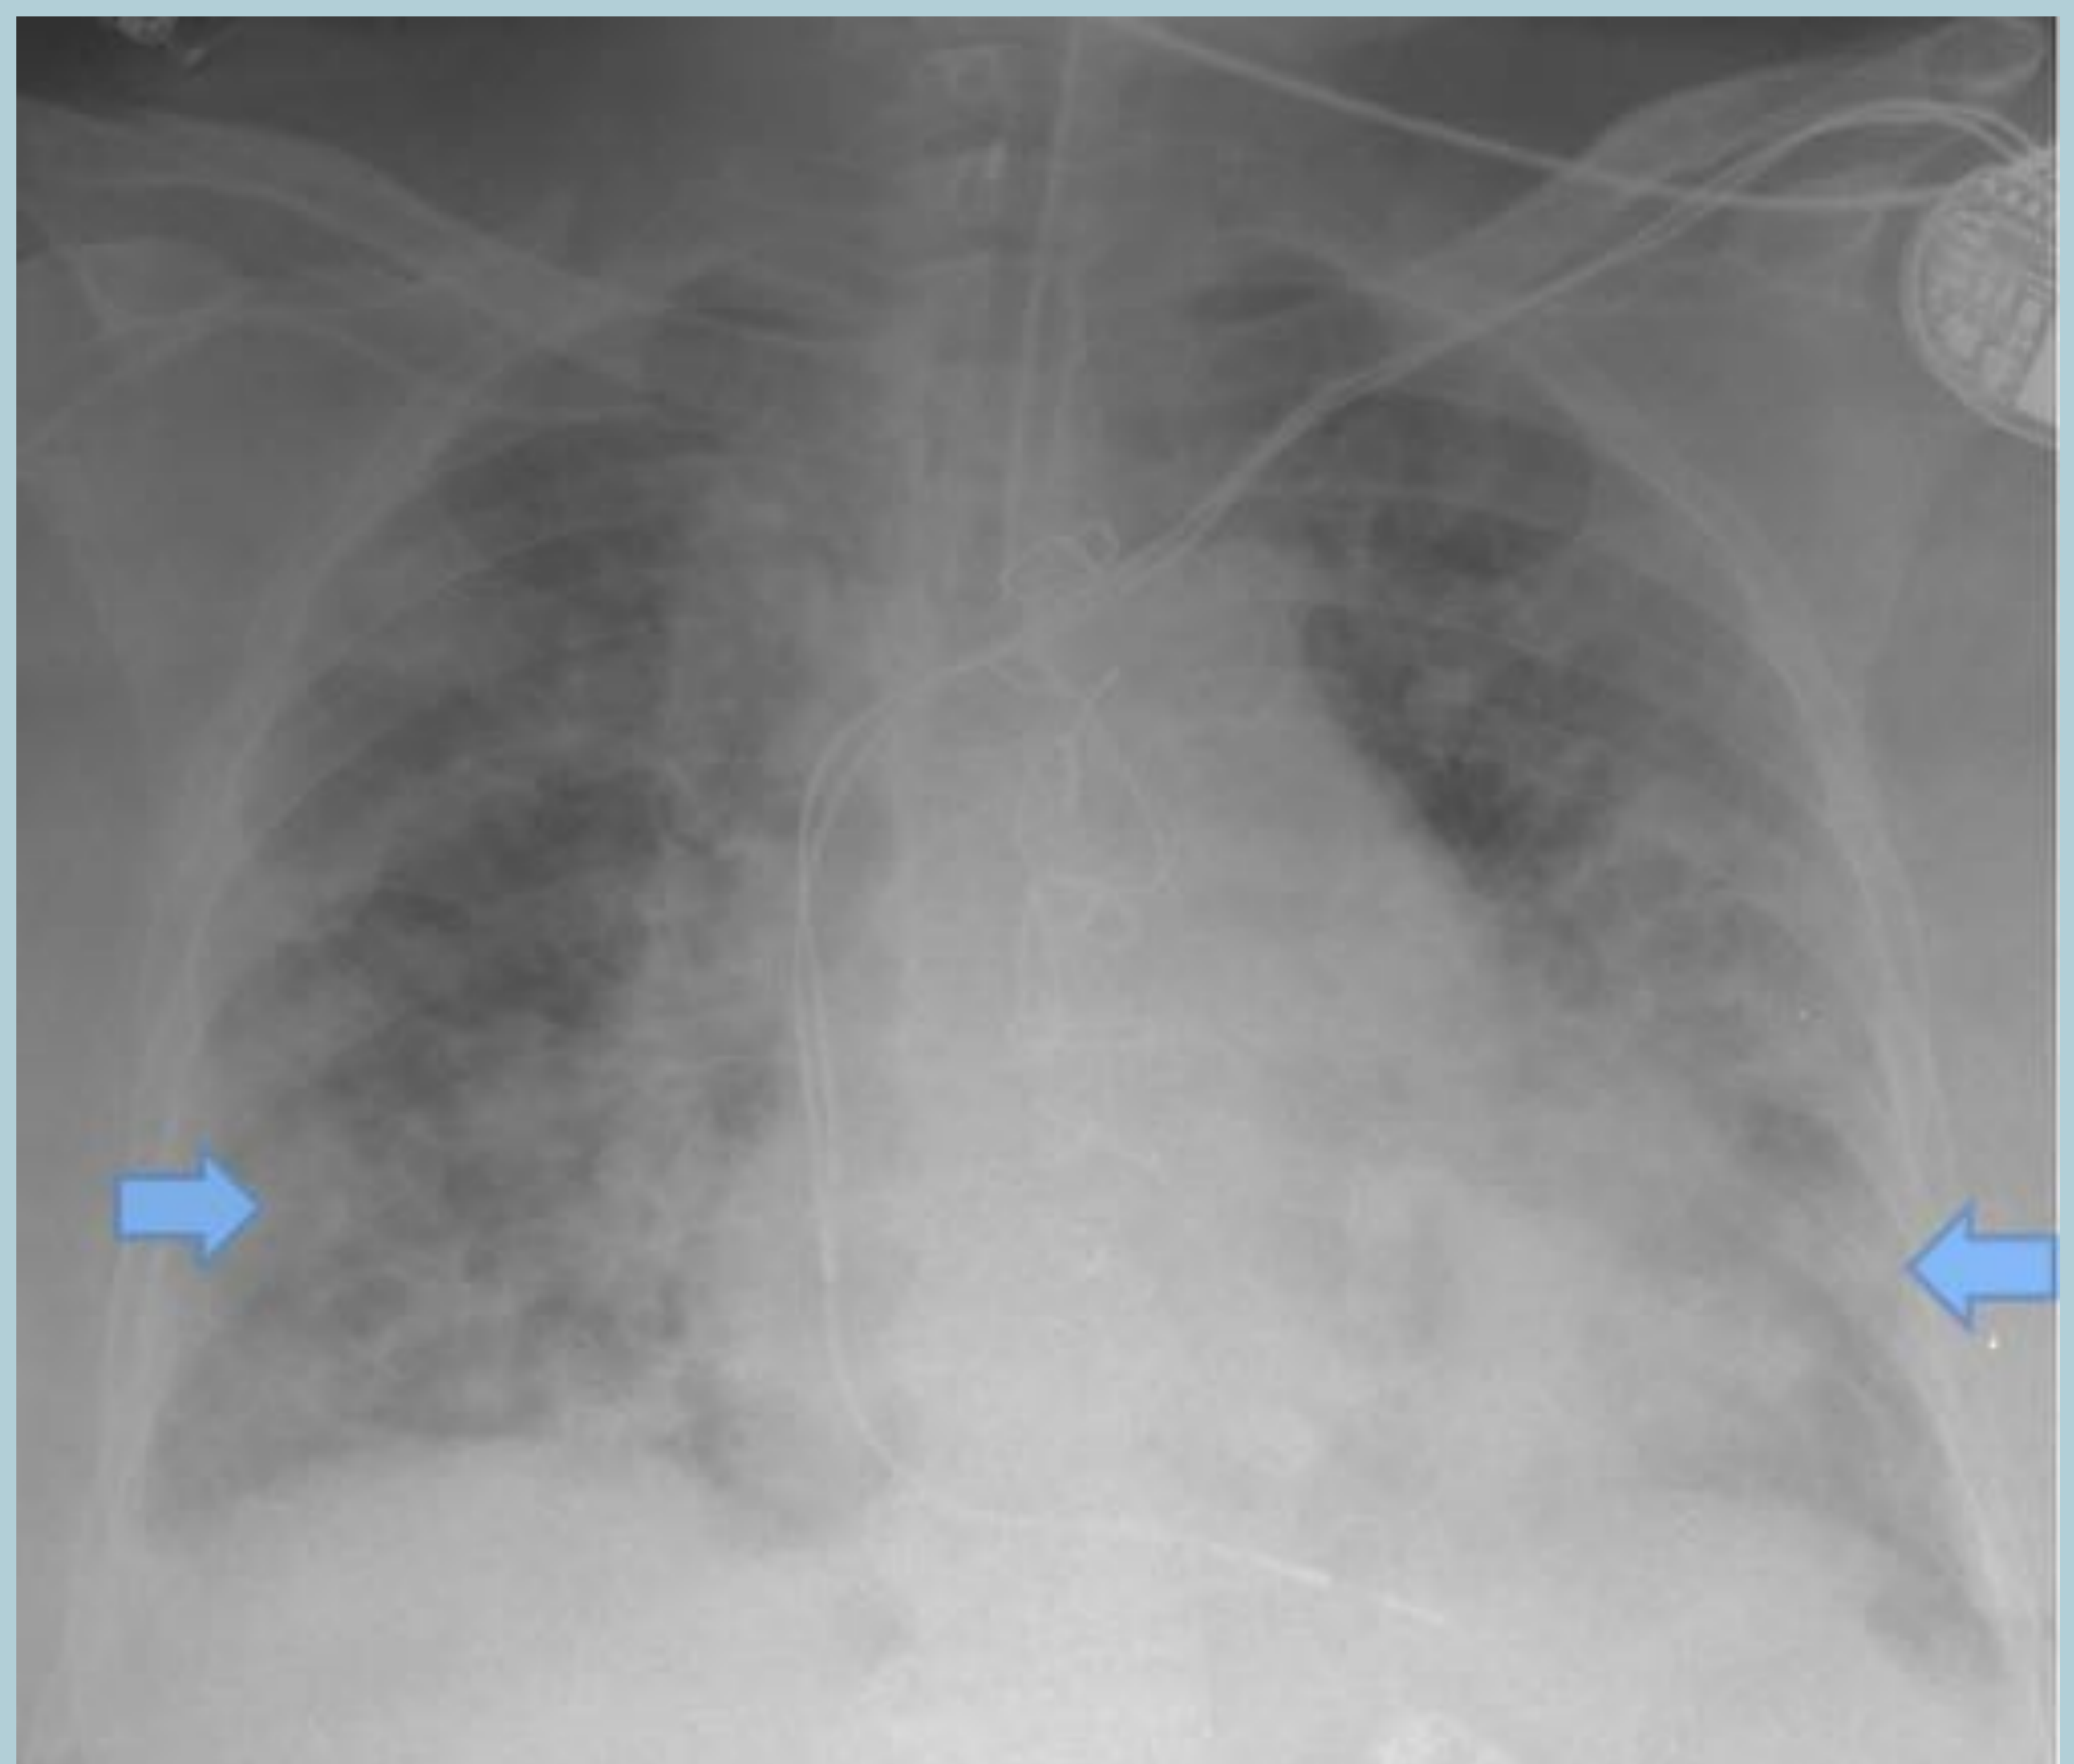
Radiografía de tórax de una mujer de 78 años ingresada en UCI por un shock séptico de origen urinario y neumonía por influenza A, que muestra consolidaciones pulmonares difusas bilaterales (flechas azules).
